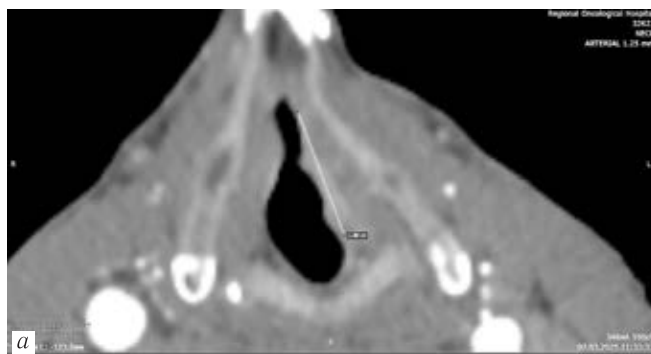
Пациент Ц., 68 лет. МСКТ, аксиальная плоскость. Размеры новообразования левой голосовой складки: *a* — длина 18,0 мм; *б* — ширина 4,1 мм
